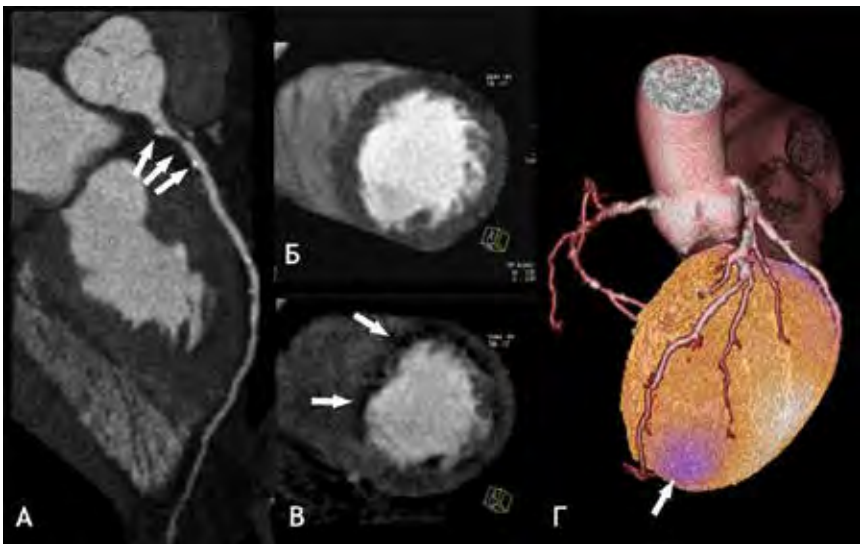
Возможности МСКТ и ОЭКТ/КТ миокарда и коронарных артерий. А. Визуализация отложений кальция и бляшек различного состава в коронарных артериях. Б. МСКТ, исследование в покое. В. МСКТ, исследование при нагрузочной пробе с регаденозоном: замедленное поступление контраста при первом прохождении (стрелки) является косвенным признаком преходящей ишемии миокарда. Г. Режим совмещенной ОЭКТ/КТ позволяет сопоставить дефект перфузии миокарда (стрелка) по данным ОЭКТ и анатомию коронарного русла по данным КТ. Адаптировано по [636–638]
